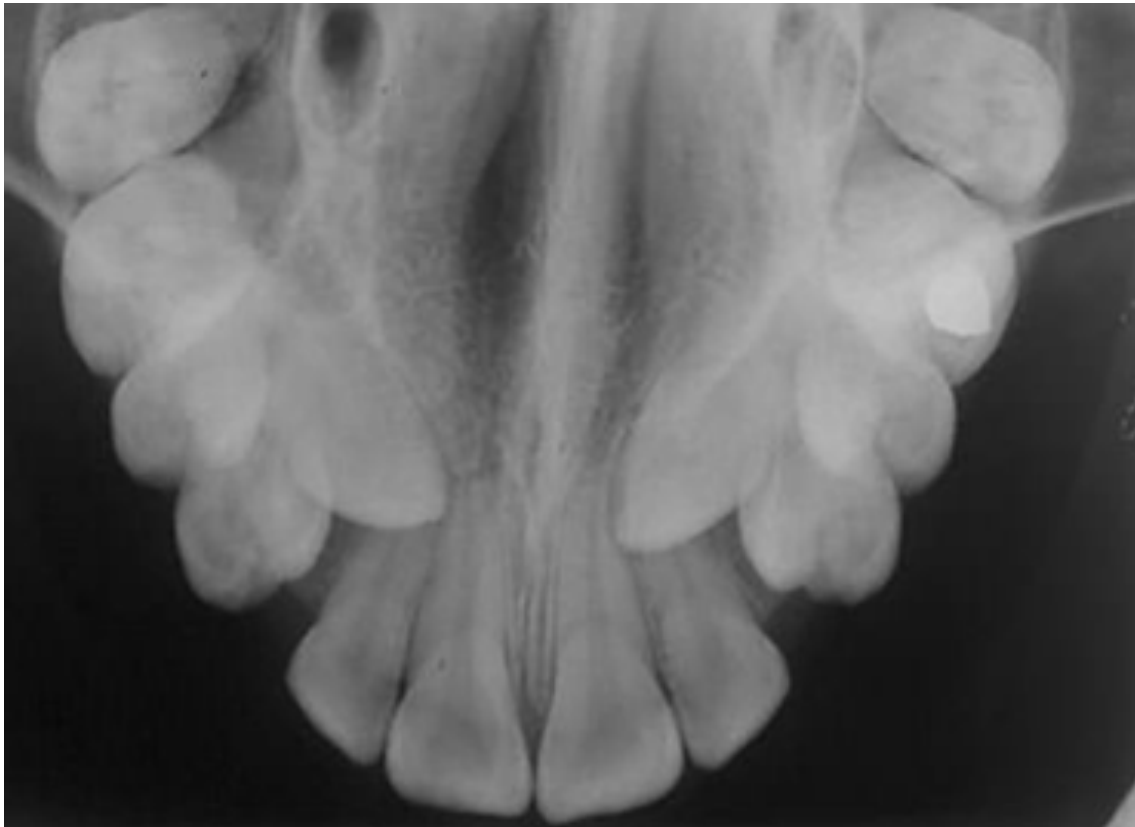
6. Radiografía oclusal.
